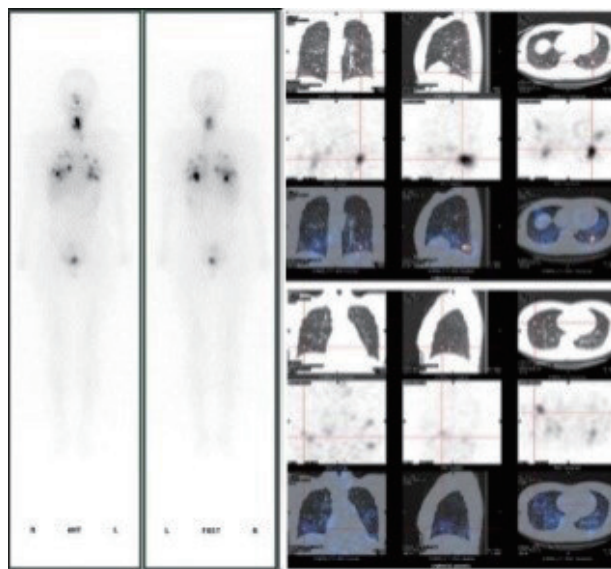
$^{131}\text{I}$ -WBS及SPECT/CT
